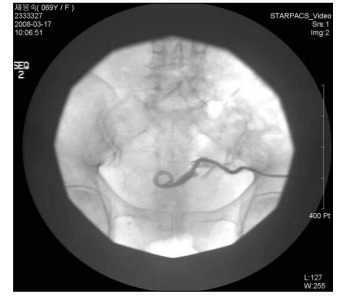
Follow up USG tubography : Diminished of pus collection on lower abdominal area
